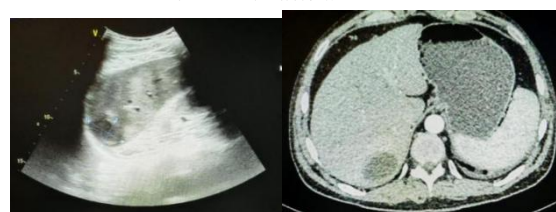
腹部检查（左：腹部彩超；右：腹部增强 CT）
